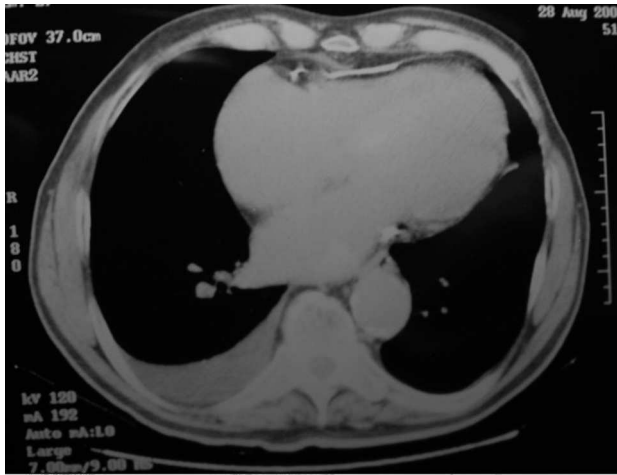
La tomografía computarizada torácica de este enfermo muestra un engrosamiento pericárdico poco importante, pero una evidente calcificación pericárdica, hallazgo muy útil para asegurar el diagnóstico.
